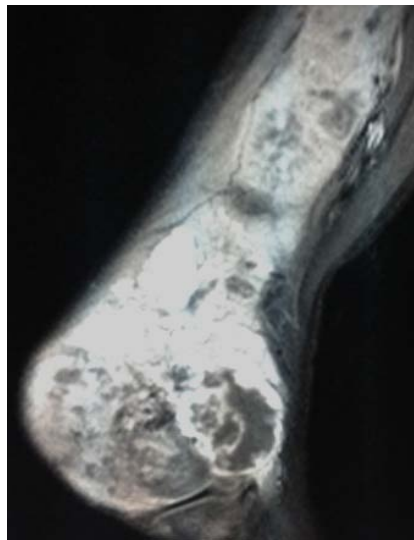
ostéosarcome chondroblastique chez une fille de 6 ans qui se présente sur l'IRM sous forme d'une lésion fémorale étendue avec extension épiphysaire.
